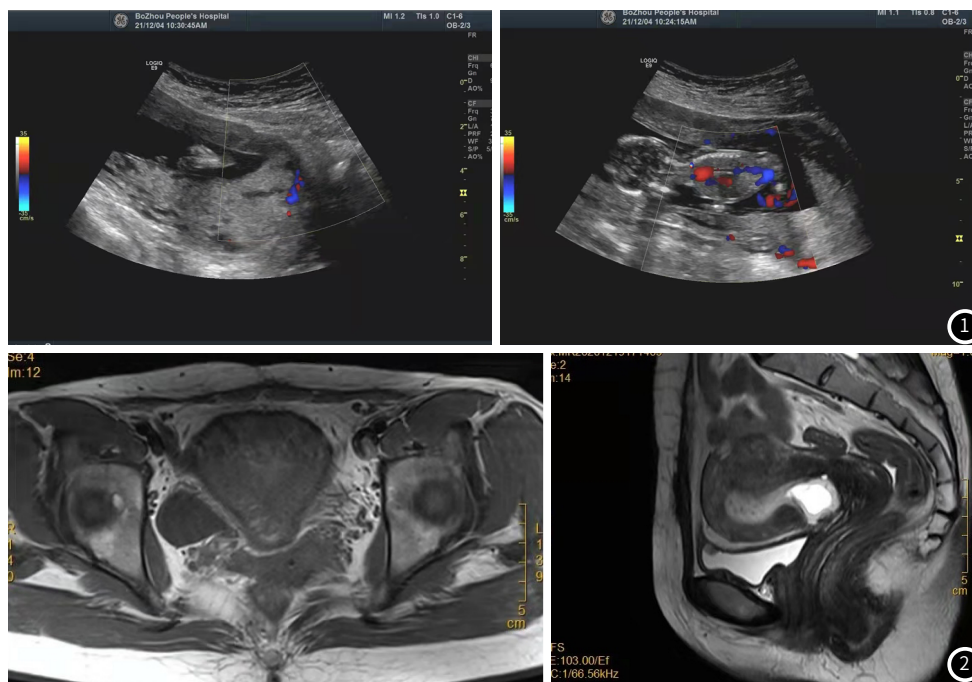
CSP超声诊断的图像。后壁胎盘覆盖宫颈内口,边缘达子宫前壁下段剖宫产疤痕处;CDFI:此处可见少量血流信号,其旁肌层较薄。图2 MRI诊断CSP的图像。孕囊位于子宫下段剖宫产切口瘢痕处,孕囊呈类圆形,边界清晰,有完整的包膜,T₁WI为低信号,T₂WI呈现高信号。
